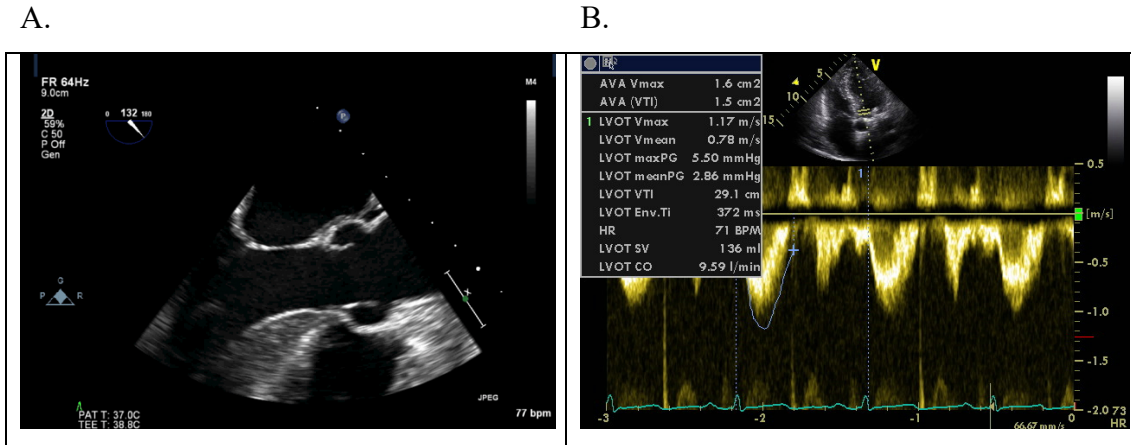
Dopplergestützte Messung des Herzzeitvolumens anhand der Bestimmung des Geschwindigkeits-Zeit-Integrals im linksventrikulären Ausflusstrakt. A. mittösophagealer Langachsenblick auf die Aortenklappe mit der Darstellung des linksventrikulären Ausflusstrakts in der midsystolischen Phase. B. Flussmessung im linksventrikulären Ausflusstrakt mittels Pulsed-Wave-Doppler im tiefen transgastrischen Langachsenblick. Weitere Erläuterungen im Text.
